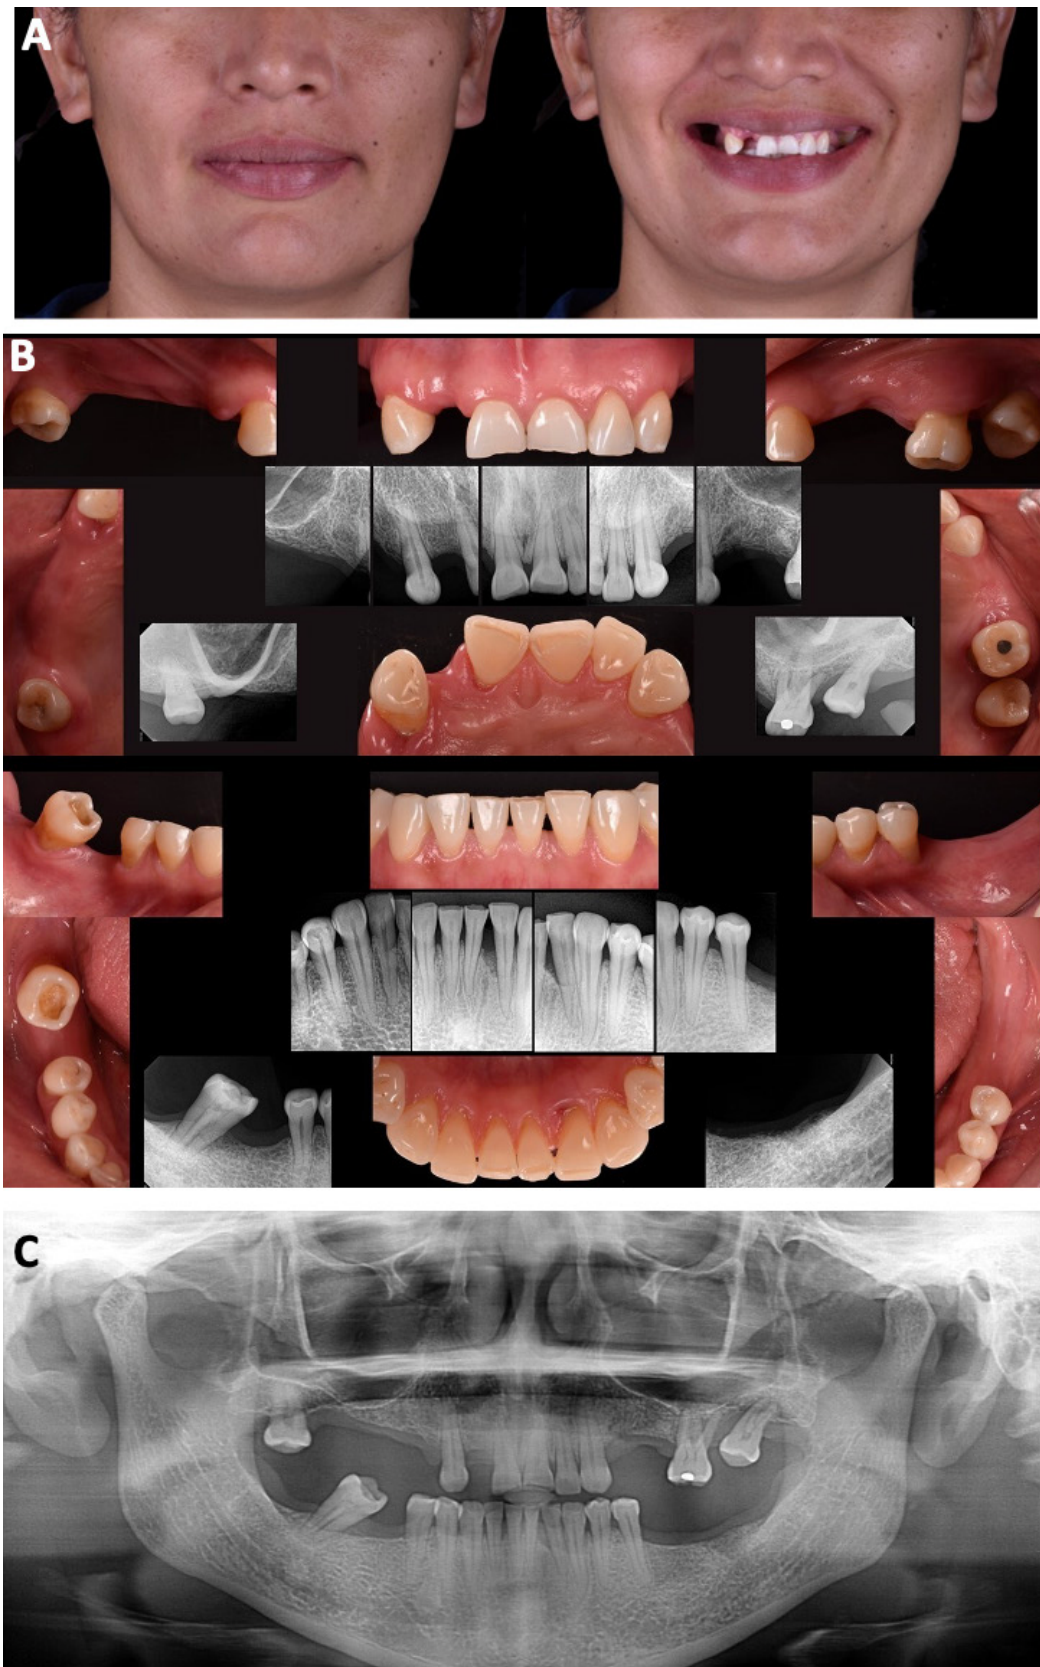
Estudios iniciales. A. Fotografías extraorales de frente y sonrisa. B. Radiografías y fotografías de arcada superior y radiografías y fotografías de arcada inferior. C. Ortopantomografía.
